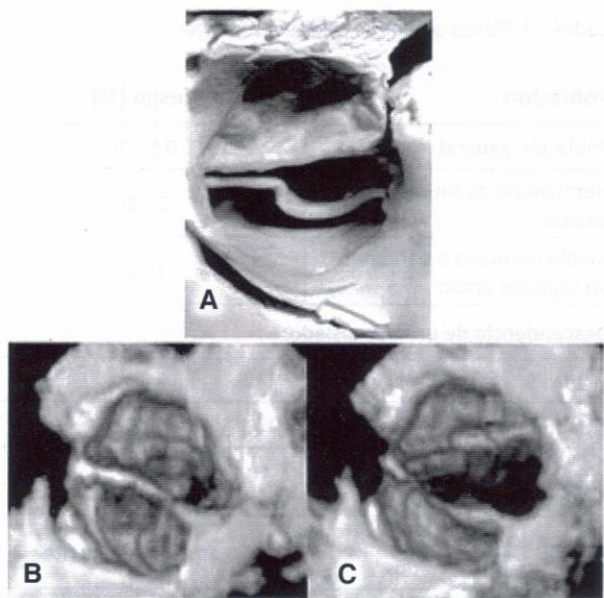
Válvula aórtica bicúspide: A - Pieza anatómica. B - Ecocardiograma tridimensional que muestra el cierre. C - Apertura valvular.
